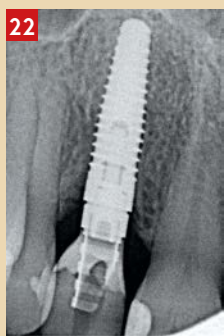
radiographie de contrôle à 3 mois
